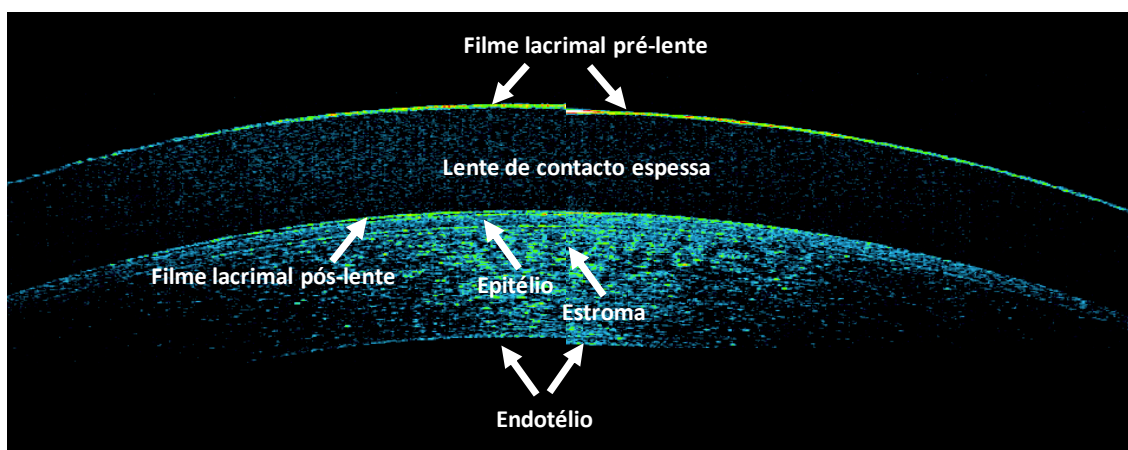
Secção da córnea mediante um sistema de tomografia de coerência óptica (OCT). Na metade esquerda da imagem apresenta-se o estado da córnea e a sua relação com a LC imediatamente após a colocação desta. Na parte direita observa-se o inchamento da córnea (estroma) e um ligeiro adelgamento da LC após 90 minutos de utilização (Modificado de González-Méijome et al, Cornea 2010; 29(12):1359-67).
